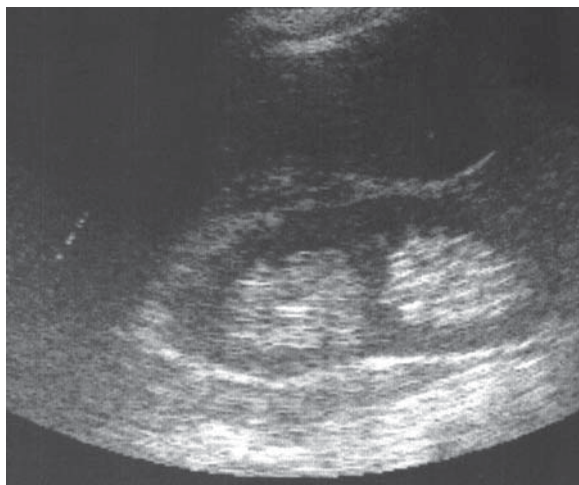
Pielon dublu. Ecografie, secțiune longitudinală.
